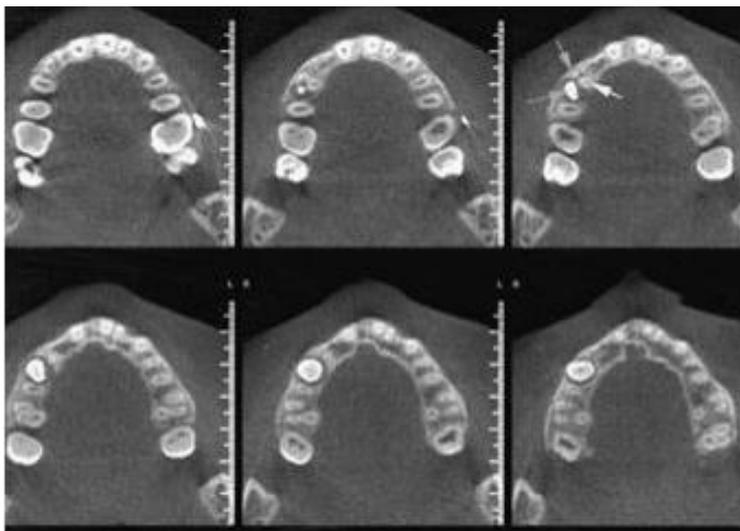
Exame de tomografia computadorizada de feixe cônico em cortes axiais com canino retido e agenesia do incisivo lateral superior direito.
